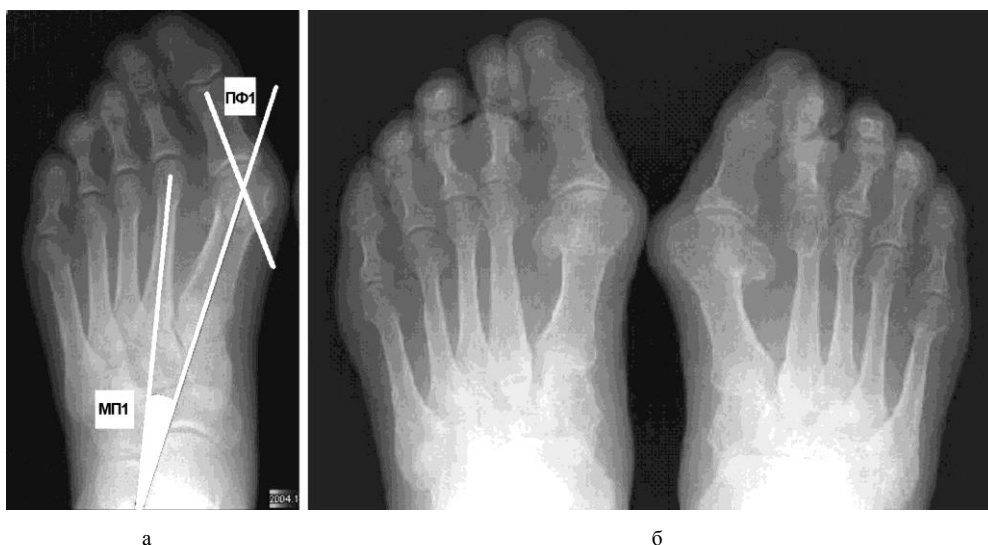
Рентгенограммы: а – переднего отдела левой стопы больной К., 47 лет, Hallux valgus; б – переднего отдела стоп больной А., 66 лет
